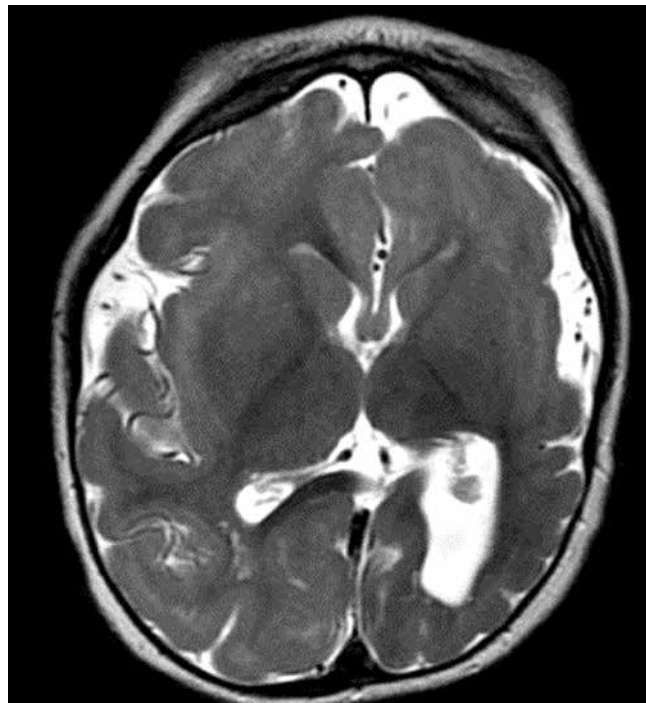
Магнитно-резонансная томография головного мозга пациента А.: умеренная дисгирия сулькарного паттерна больших полушарий с элементами пахигирии, гипогенезии мозолистого тела
